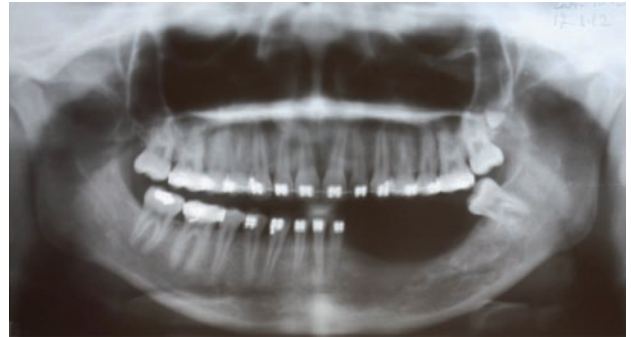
Radiografia panorâmica feita após a ressecção em bloco.
